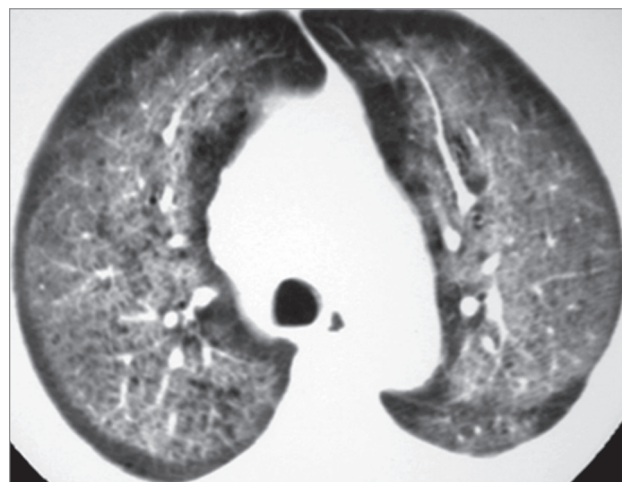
Некардиогенный отек легких после ингаляции кокаина у пациента с развившимися тяжелой одышкой и кашлем; мультифокальные 2-сторонние области нарушения прозрачности по типу «матового стекла» с уменьшением к периферии. Компьютерная томография (по Dulohery M. et al., 2022 [55])
